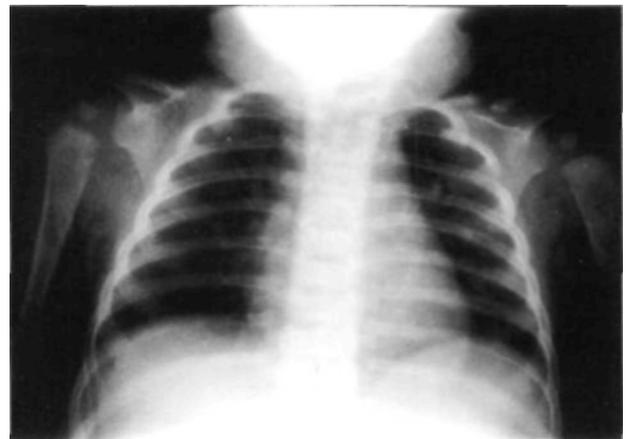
Radiografía anteroposterior de ambos hombros donde se observa el defecto óseo a nivel del tercio medio de ambas clavículas en la niña.
